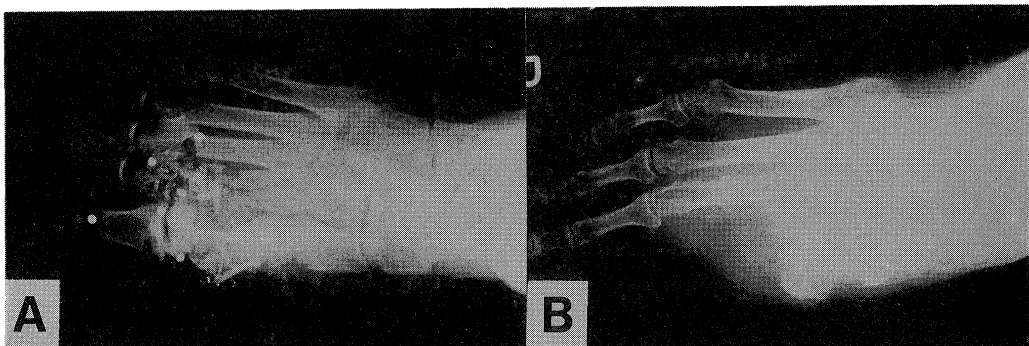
A: radiography at injury B: postoperative radiography
